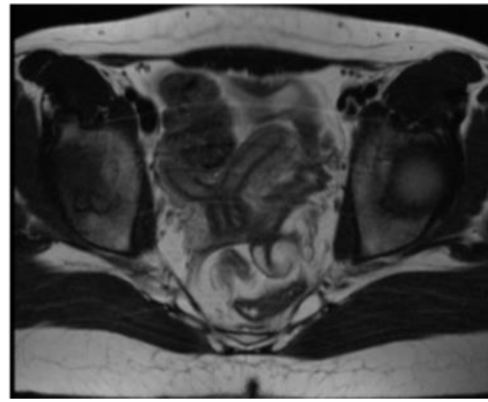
RMN: Presencia de útero didelfo.
